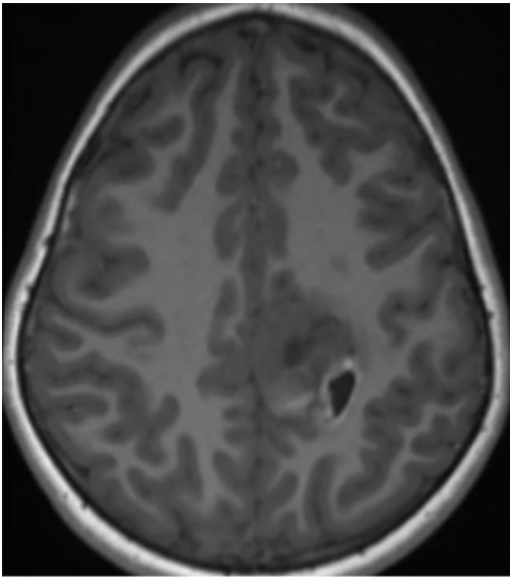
左额顶内侧间变性星形细胞瘤患者的影像表现，可见 T1WI（左上）呈低信号，FLAIR 加权相（右上）呈高信号，并伴有后外侧出血成分表现出的混杂信号，在敏感加权相上（左中）出血成分表现为黑色。增强成像（右中冠状位、底部矢状位）可见肿瘤强化不均匀，表现为异质性，这一特征不同于 II 级肿瘤，而是属于高级别成人原发性脑肿瘤的典型表现。
